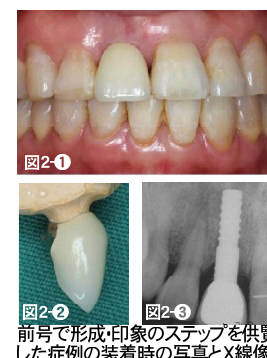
前号で形成印象のステップを供覧した症例の装着時の写真とX線像
